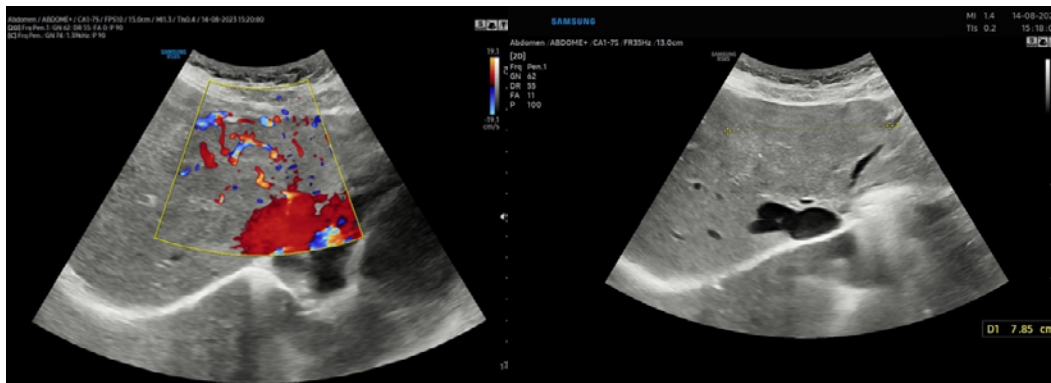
Hiperplasia Nodular Focal – Ultrassonografia com doppler
